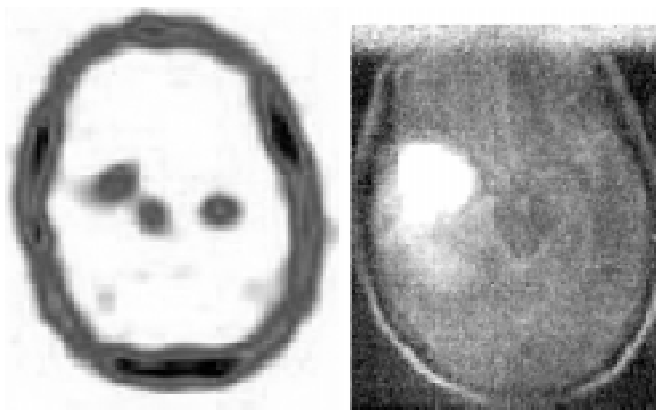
Спостереження те ж саме. ^{99m}Tc -МІБІ ОФЕКТ (зліва) та МРТ (справа) Спостерігається значна різниця розмірів осередку виявленої пухлини на ОФЕКТ та МРТ. Хоріоїдальні сплетіння бічних шлуночків дислоковані вправо
